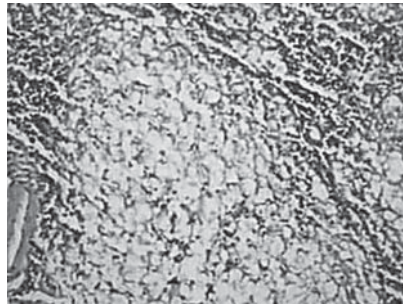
Диффузная інфільтрація КТ ткани селезенки
